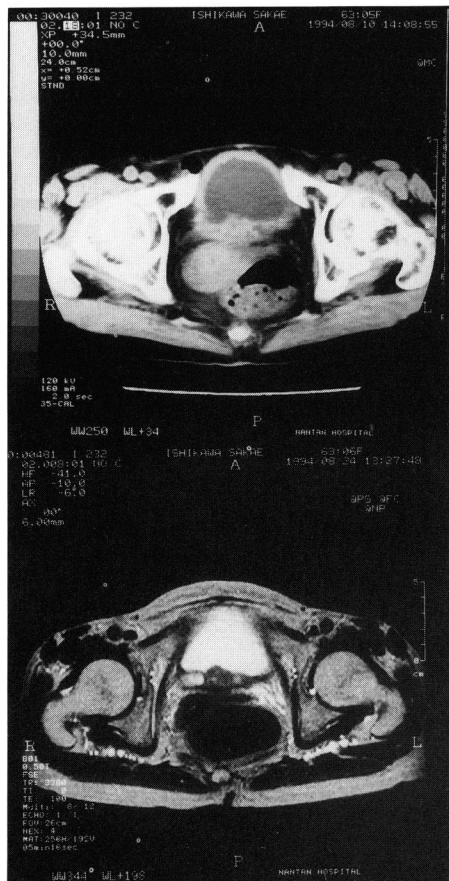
upper: CT revealed an invasive tumor on the posterior wall of the bladder. lower: MRI (T2 weighted image) revealed a mass on the trigone and bilateral hydronephrosis.
